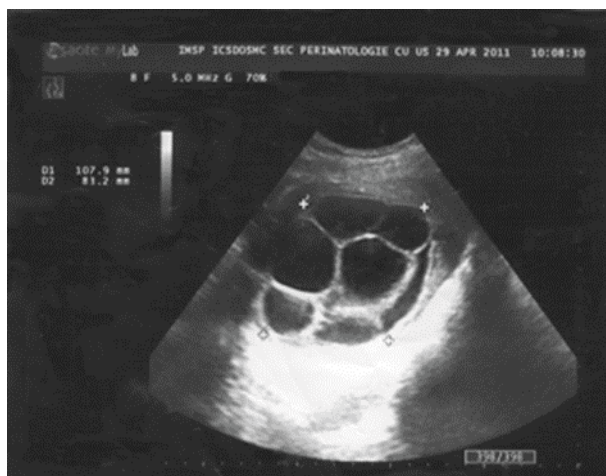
USG transabdominal:
